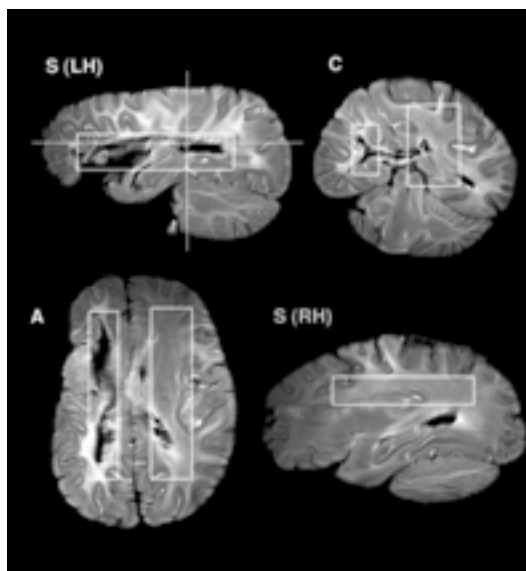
Representación del daño del fascículo longitudinal superior en el cerebro de Leborgne en imágenes de resonancia magnética. Las áreas afectadas se pueden ver en el corte sagital del hemisferio izquierdo (S (LH)), en el corte coronal (C) y en el corte axial (A). El corte sagital a través del hemisferio derecho intacto (S (RH)) ilustra la preservación completa del fascículo longitudinal superior en este lado del cerebro. Las áreas de comparación entre los hemisferios izquierdo y derecho están recuadradas en blanco. La cruz blanca en el corte (S (LH)) indica el posicionamiento de los cortes coronales y axiales. (Dronkers NF. Et al. Paul Broca's historic cases: high resolution MR imaging of the brains of Leborgne and Lelong. *Brain* 2007, 130:1432-1441).
